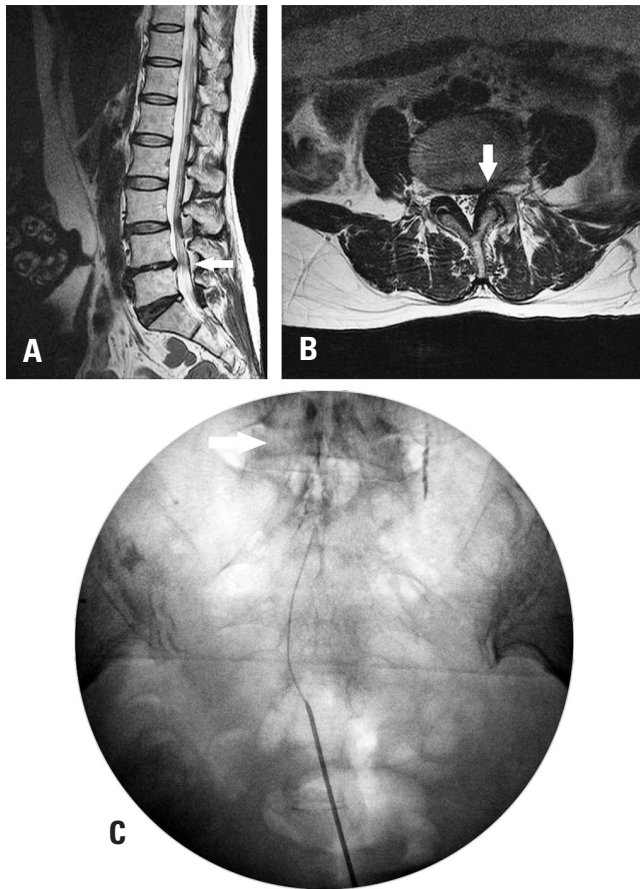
Case of epidural block using a caudal catheter. The patient had received transforaminal epidural block twice. (A, B) Sagittal and axial views on magnetic resonance imaging, showing degenerative spondylosis, central stenosis, and foraminal stenosis. (C) Post C-arm image. The contrast medium diffused well after the caudal epidural injection using a caudal catheter.
